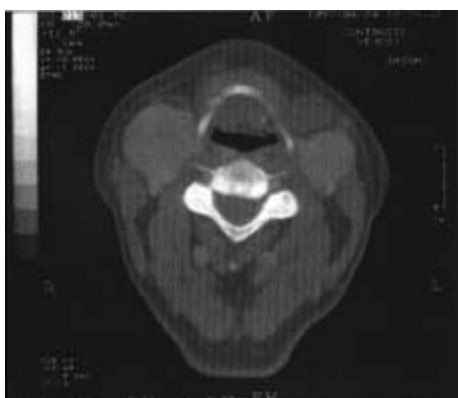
TC Cervical simple
